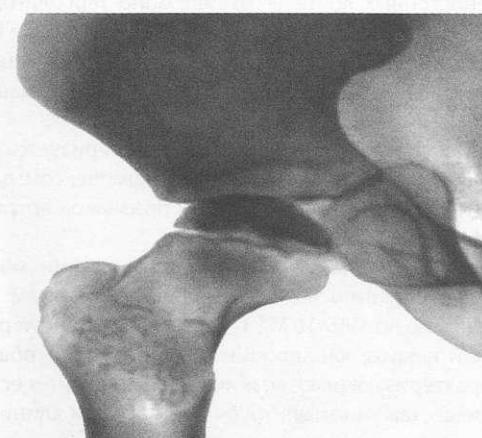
Рентгенограмма тазобедренного сустава (прямая проекция) при болезни Легга – Кальве – Пертеса: II стадия, импрессионный перелом головки бедренной кости, виден участок уплотнения кости
